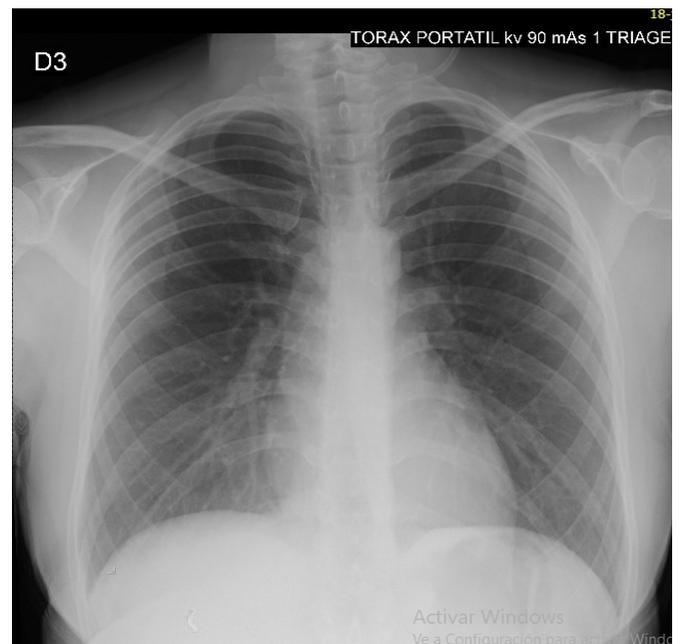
Radiografía de tórax. Sin signos de atrapamiento de aire ni lesiones en el parénquima pulmonar.
